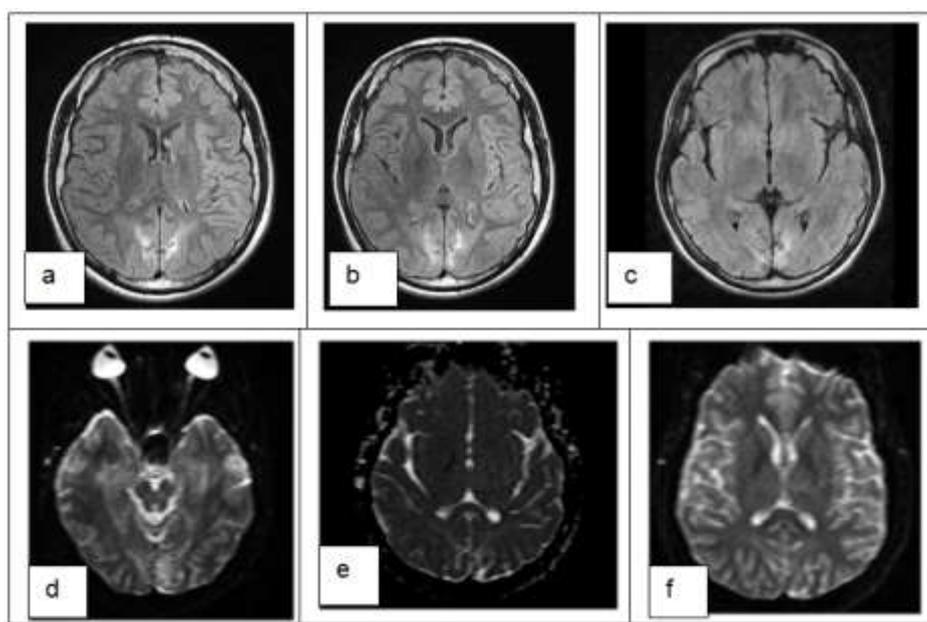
a, b, c МРТ-сканы от 05.06.2015 г. Индукция магнитного поля 1,5 Тс.
